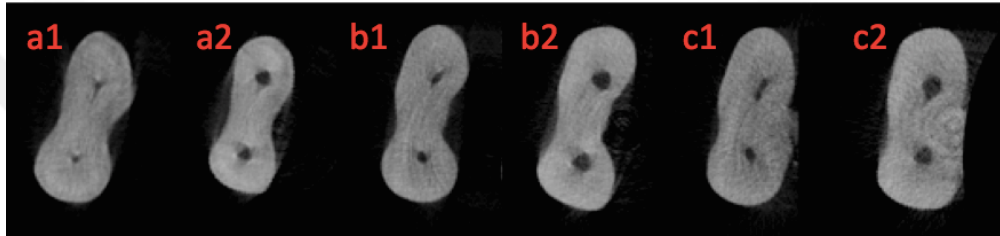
XP-Endo Shaper grubundan bir örneğin 3 mm (a), 5 mm (b) ve 7 mm (c)'de işlem öncesi ve işlem sonrası μ BT görüntüsü
